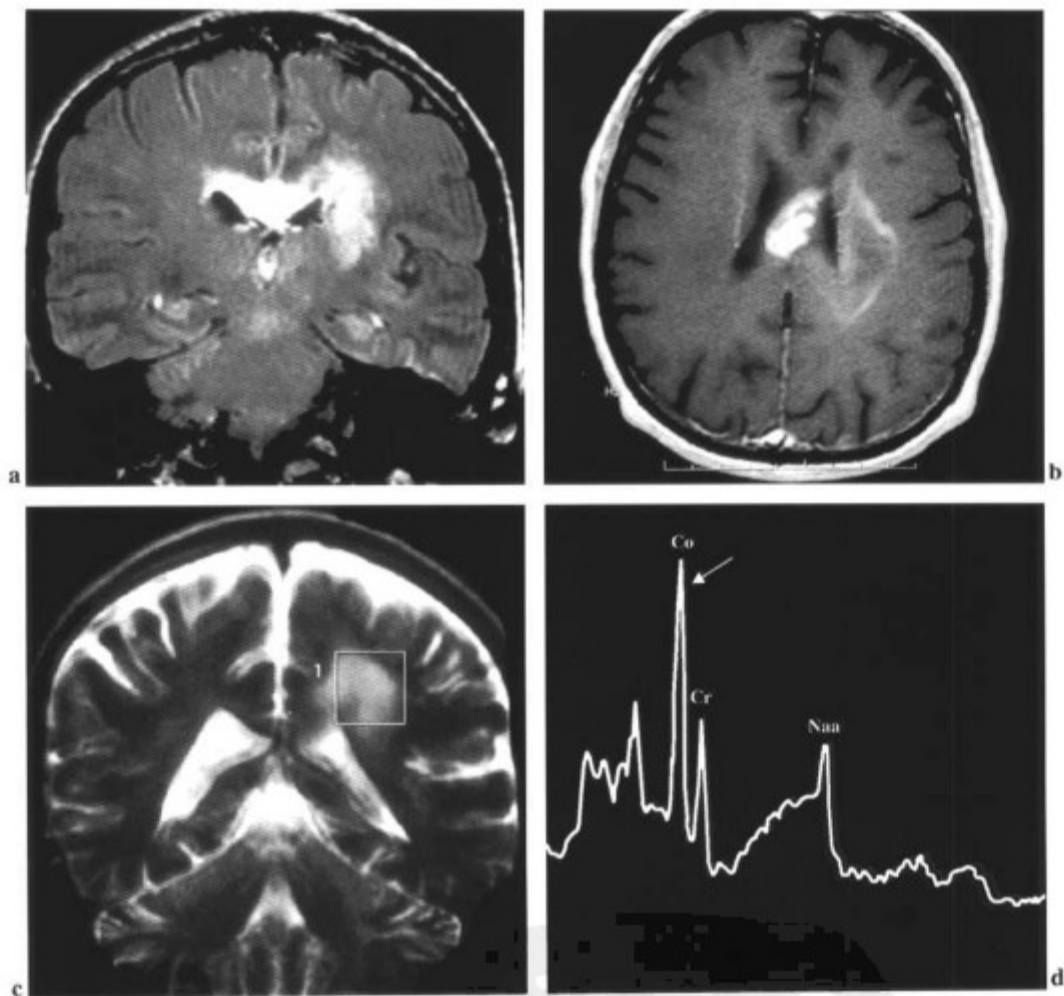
间变型星形细胞瘤累及胼胝体, (a)在 FLAIR 序列上显示为高信号; (b)有强化。(c和d)波谱显示 Cho 水平明显增加(箭标),还可见 NAA 和 Cr 水平降低。
